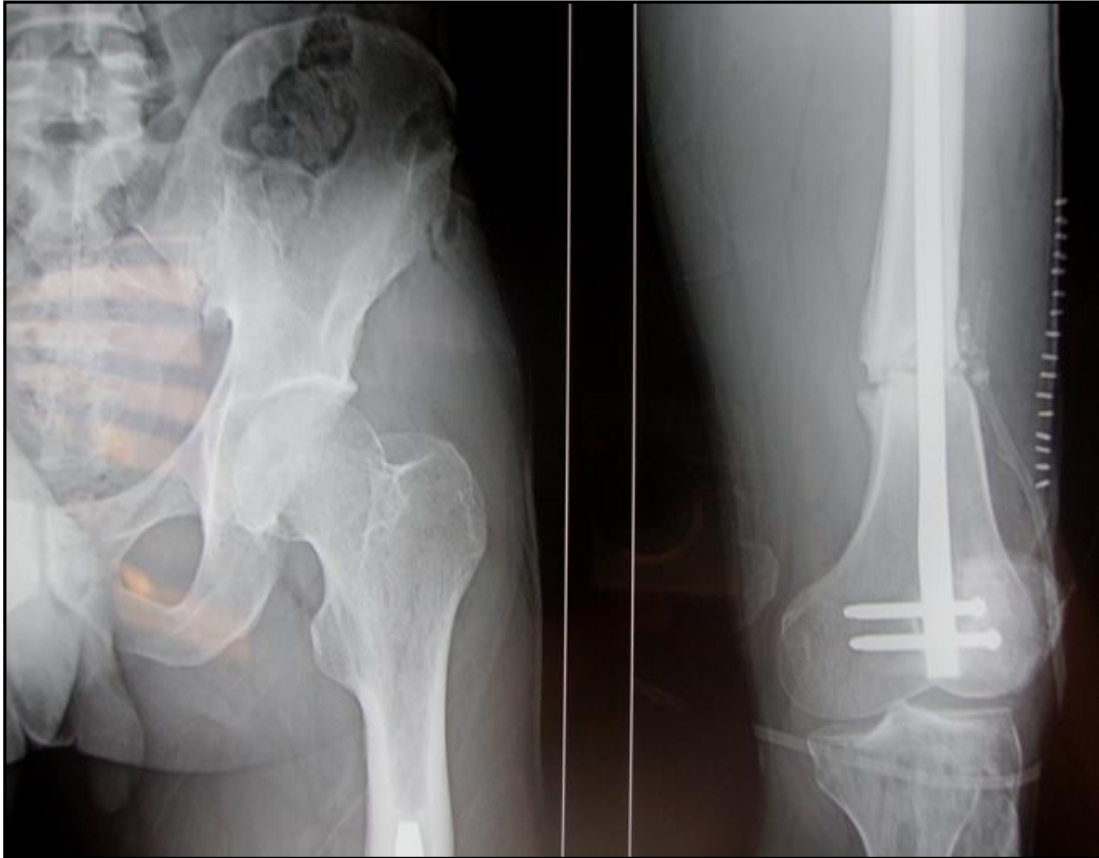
radiographie après traitement de la pseudarthrose
